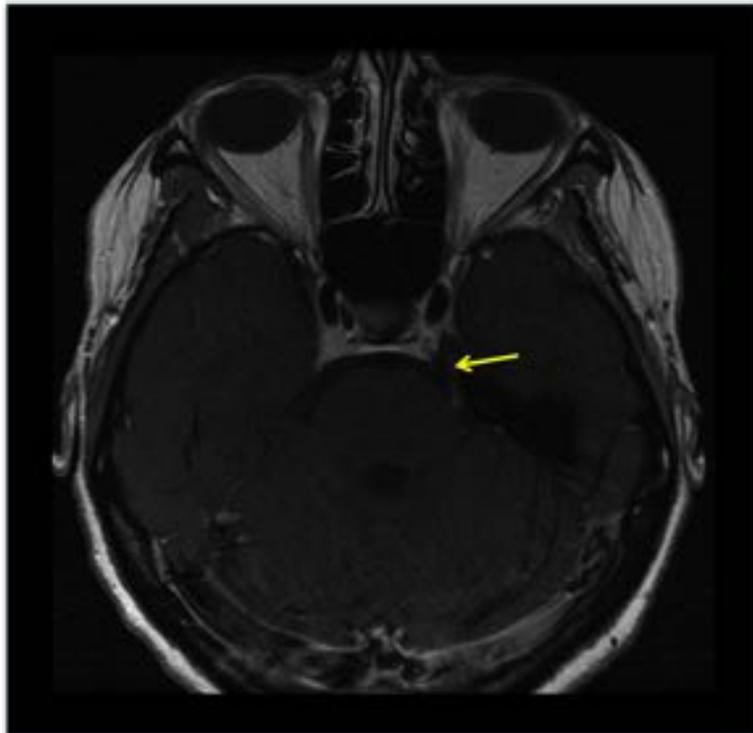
Neuritis trigeminal postviral. RM axial T1 con contraste en el que se aprecia realce de la porción cisternal del nervio (flecha amarilla).
